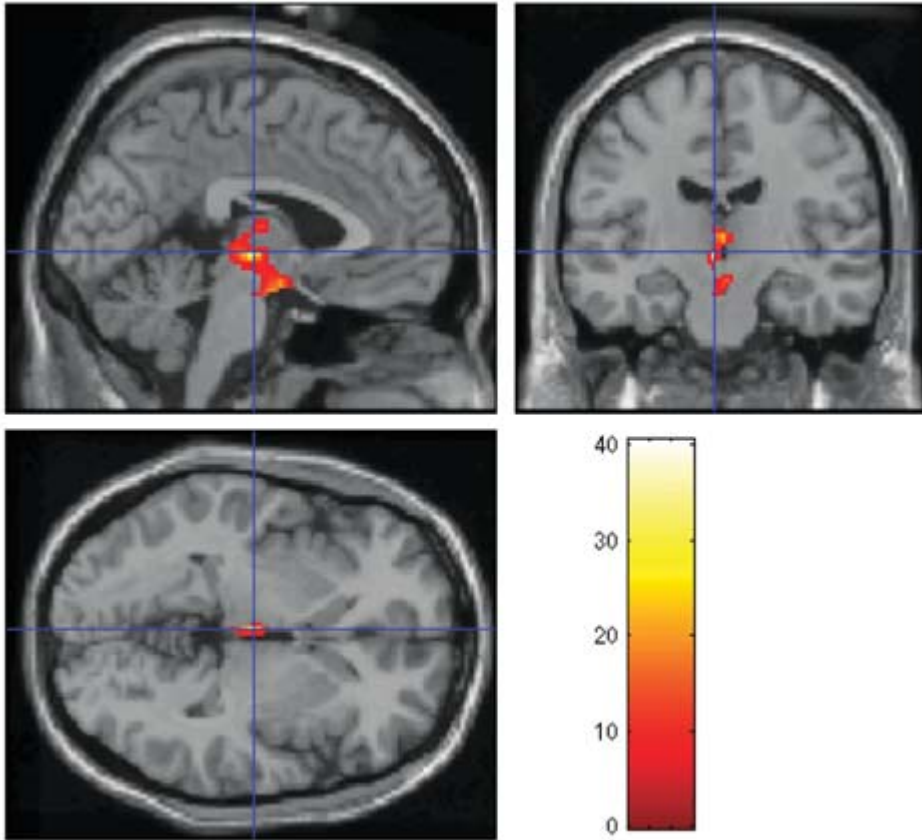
Efecto del GLP-1 (7-36) amida sobre el metabolismo cerebral de glucosa evaluado mediante la tomografía de emisión de positrones (PET). Este péptido redujo significativamente el metabolismo de la glucosa en hipotálamo y tronco cerebral comparándolo con los datos obtenidos en sujetos controles sin la administración de GLP-1 (7-36) amida.
